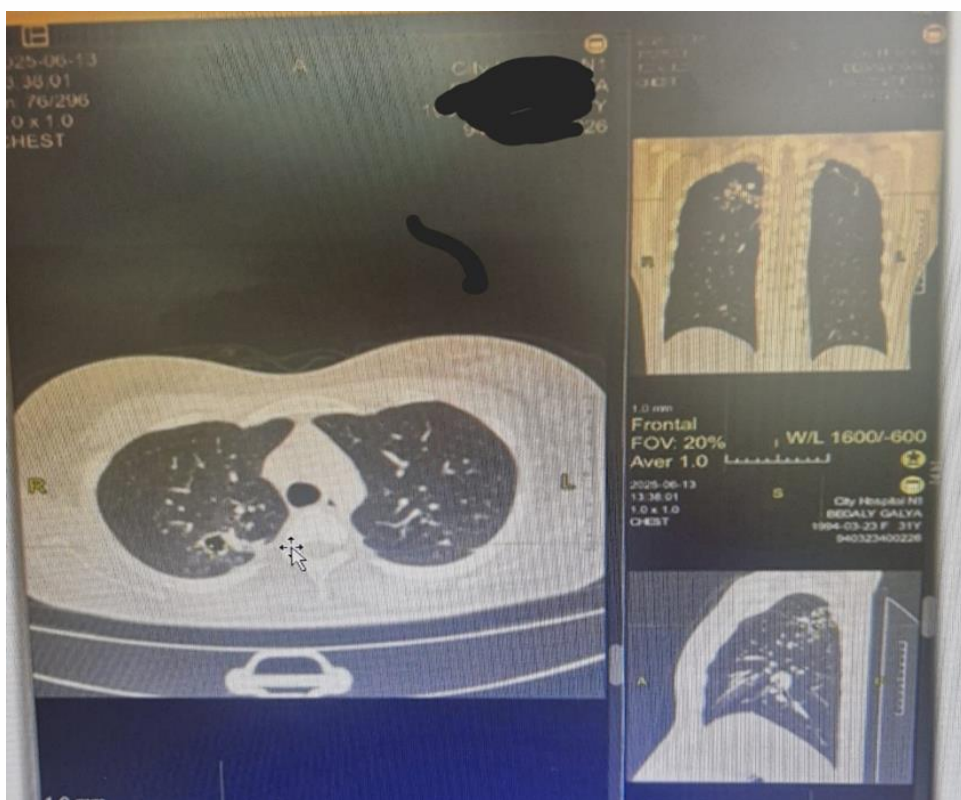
КТ органов грудной клетки при поступлении
